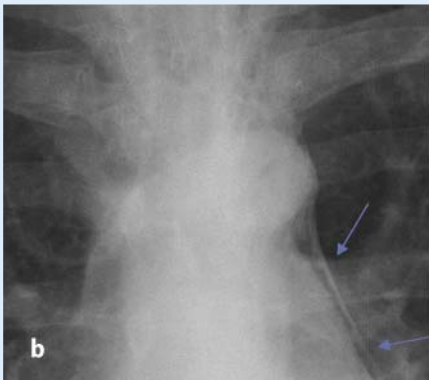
◀ Mediastinalemphysem (freundlicherweise von Prof. Dr. H. Jend, Klinikum Bremen Ost überlassen). In der p.a.-Aufnahme (a) sieht man die parakardiale Hypertransparenz, die durch die Pleura parietalis scharf begrenzt wird (s. auch Bildausschnitt, b). Im CT (c, d) sieht man die mediastinale Luftansammlung im vorderen und hinteren Mediastinum
